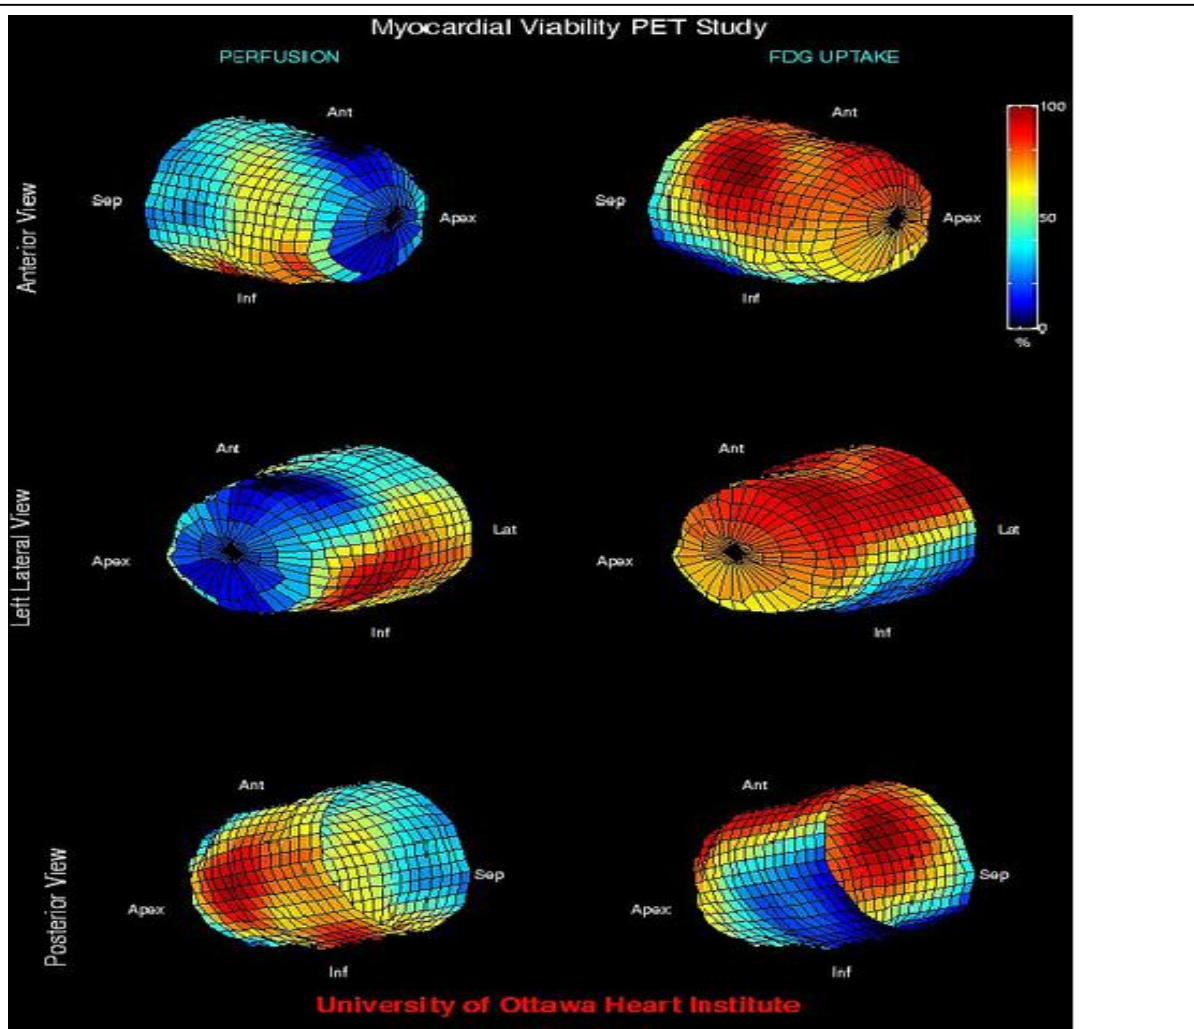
Cette tomographie par émission de positons (TEP) montre s’il reste des tissus vivants dans le cœur malgré le faible flux sanguin du patient. L’image met l’accent sur la façon dont la TEP peut apporter des réponses à des questions cliniques précises (publié dans le bulletin The Beat v2n4).
